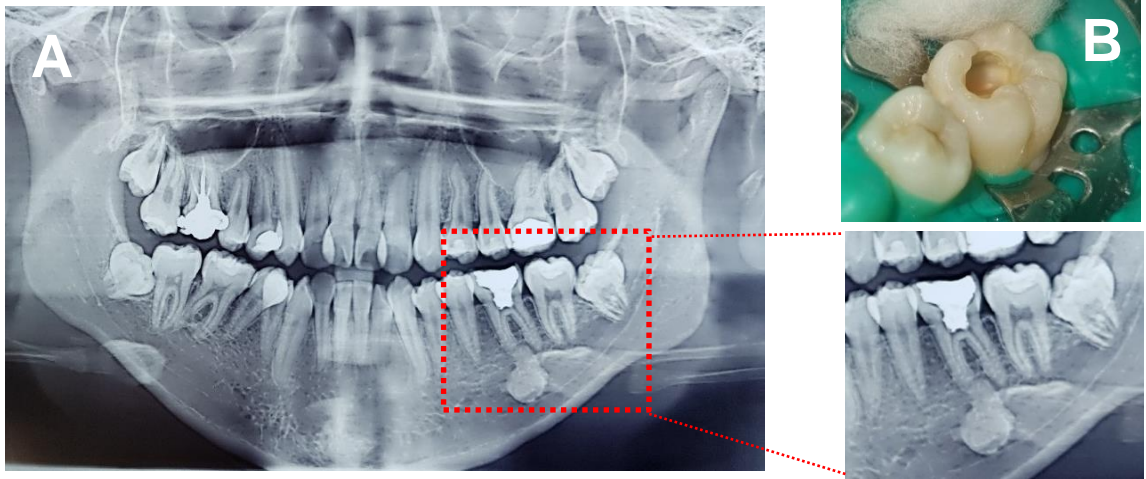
A. Radiografía panorámica en donde se observa el primer molar inferior izquierdo con un tratamiento de conductos Deficiente. B. Fotos Clínicas donde se observa Inicio de tratamiento de conductos de la pieza.
